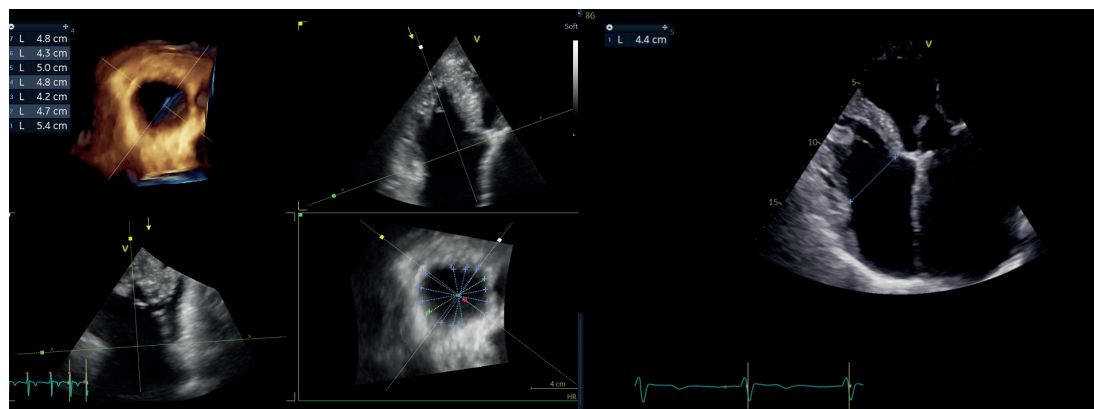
A maioria dos anéis da VT tem formato oval, e a ecocardiografia 3D é capaz de identificar inúmeras dimensões lineares diferentes em um corte transversal com reconstrução multiplanar (A), sendo importante mencionar que o corte apical 2D de 4 câmaras quase sempre falha em demonstrar o maior diâmetro da VT.
